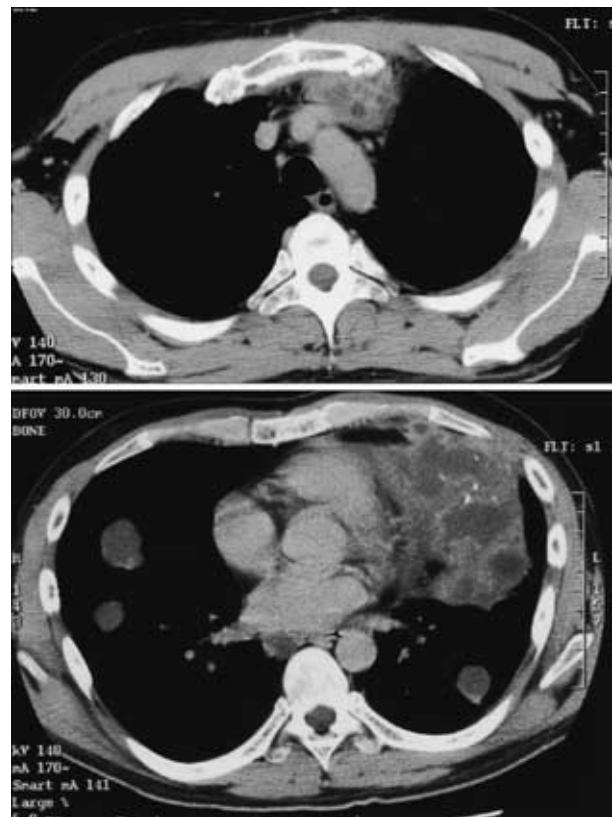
Chest CT after chemotherapy (3 courses)
